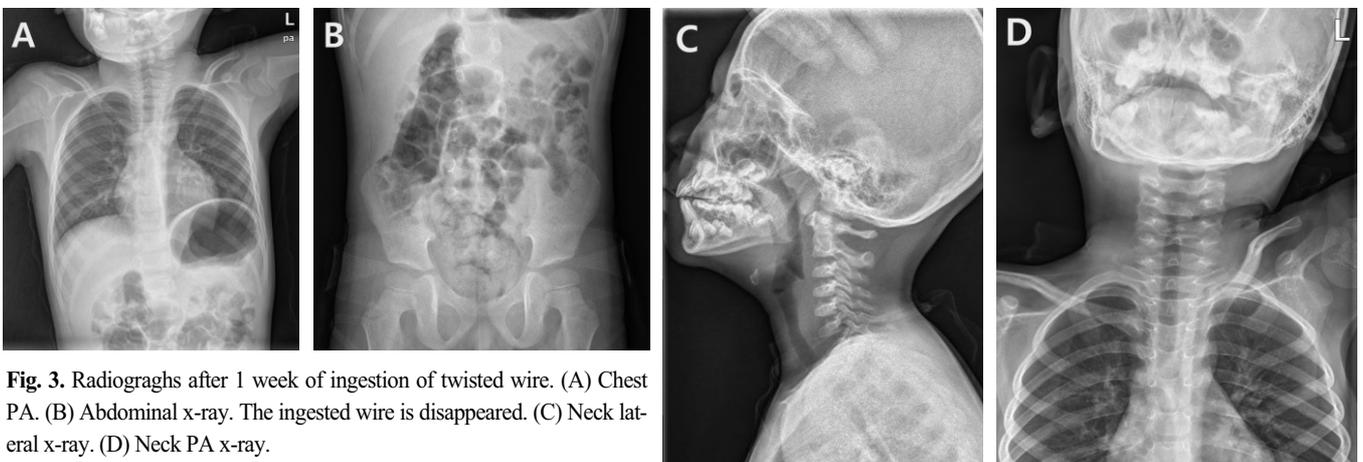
Radiographs after 1 week of ingestion of twisted wire. (A) Chest PA. (B) Abdominal x-ray. The ingested wire is disappeared. (C) Neck lateral x-ray. (D) Neck PA x-ray.
